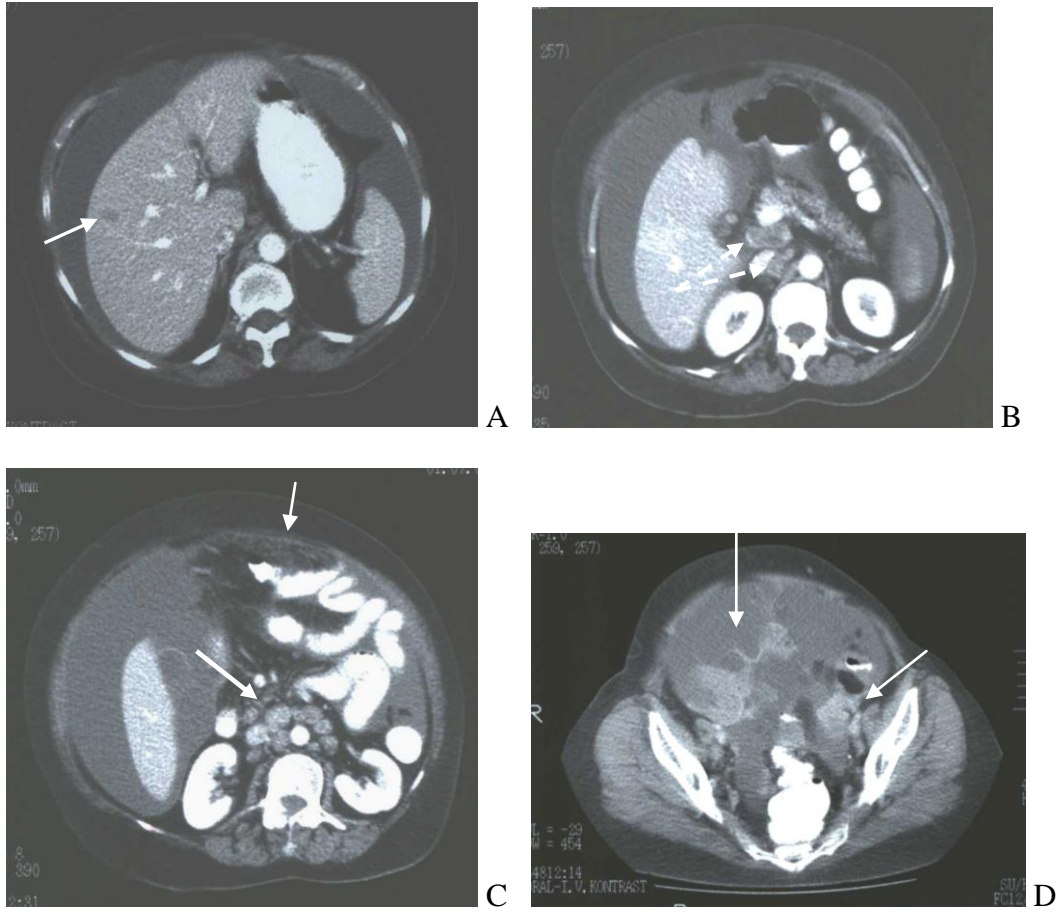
Olgu 1. Evre III seröz over karsinomlu hastada BT ile optimal cerrahi sonuç öngörülmüştü. Ancak cerrahide şekilde izlenen sigmoid kolon üzerindeki tümöral yapı tam olarak çıkartılamadı (2cm nin üzerinde rezidü tümör).
